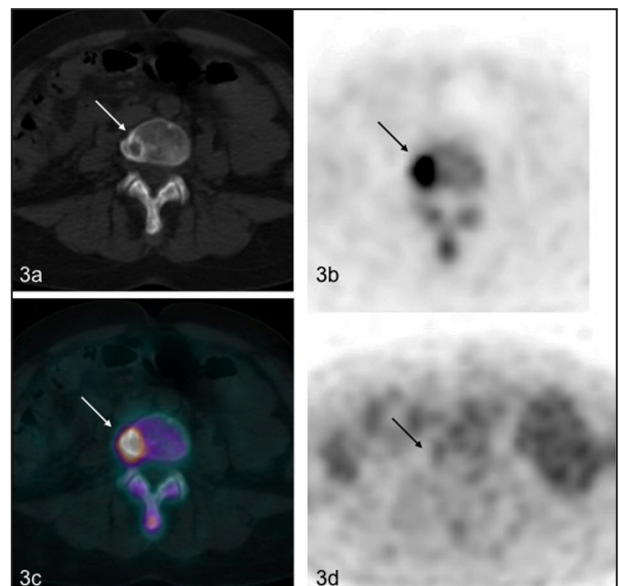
Lésion mixte au CT scan (3a), positive en 18F-NaF (3b et 3c, fusion PET et CT) et négative en FDG (3d).
